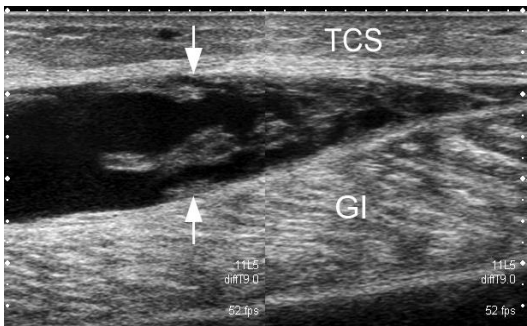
Quiste de Baker roto disecando interfascial. Ecografía modo B, plano sagital cara interna de pantorrilla, muestra quiste de Baker roto (flechas) extendiéndose caudalmente disecando el tejido celular subcutáneo (TCS) del músculo gemelo interno (GI).
